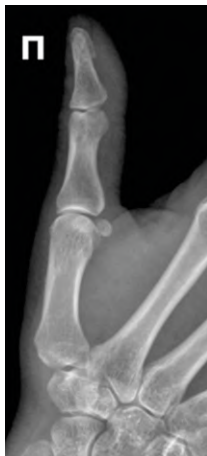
Рентгенограмма большого пальца правой кисти. Передняя косая проекция
